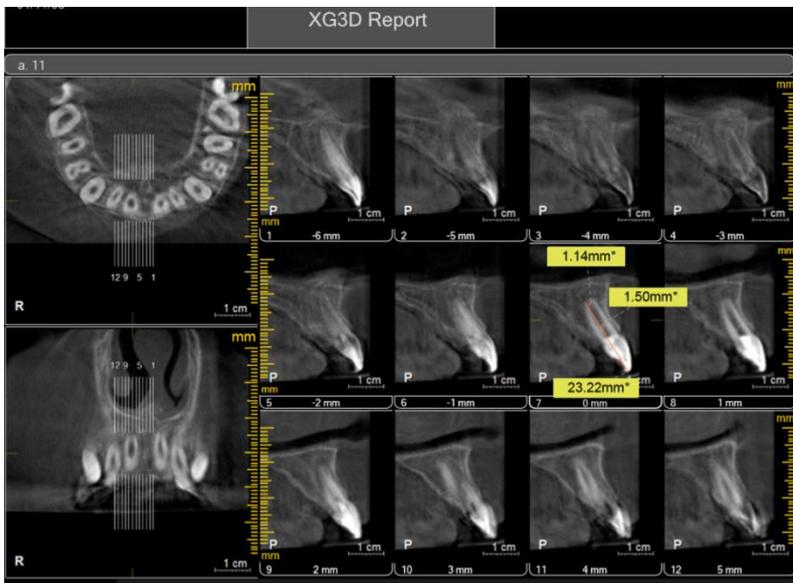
tomografia após 1 ano da realização do tratamento de revascularização do dente 11.
